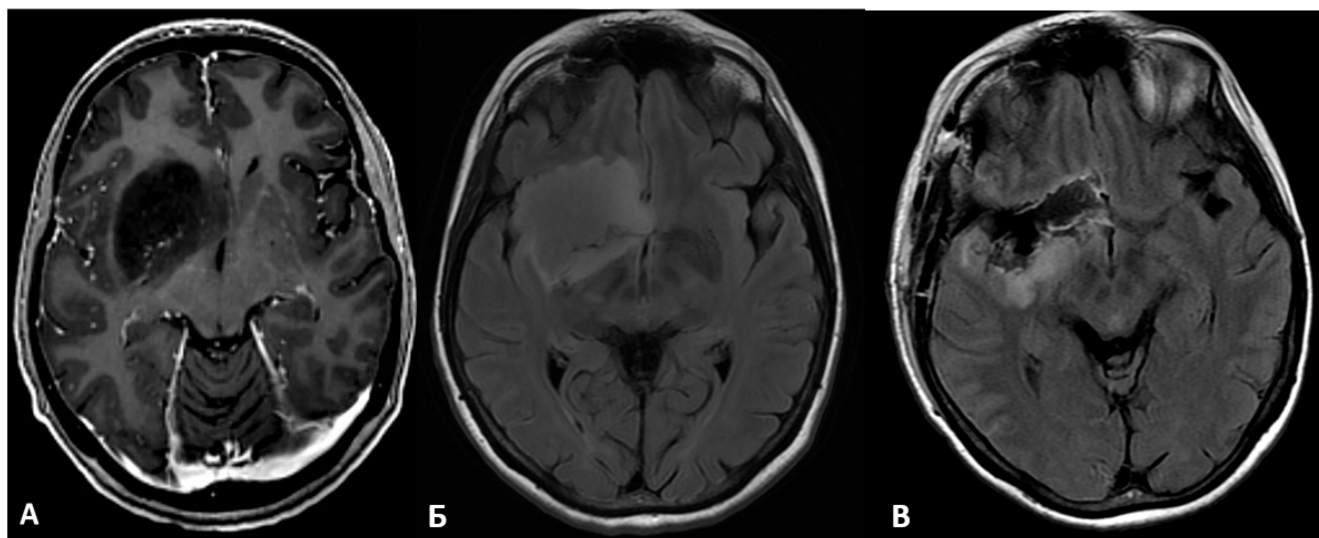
МРТ пациента с диффузной глиомой базального переднего мозга: А – дооперационные МРТ изображения в режиме T1 FSPGR с контрастным усилением в аксиальной проекции; Б - дооперационные МРТ в режиме T2 Flair; В – МРТ через 2 месяца после операции в режиме T2 Flair в аксиальной проекции.
